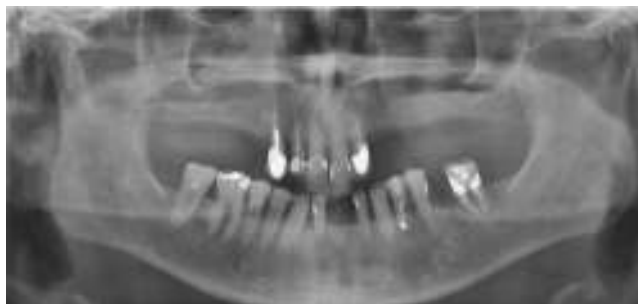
Ortopantomografía de control a los 30 meses tras la extirpación de la lesión.
